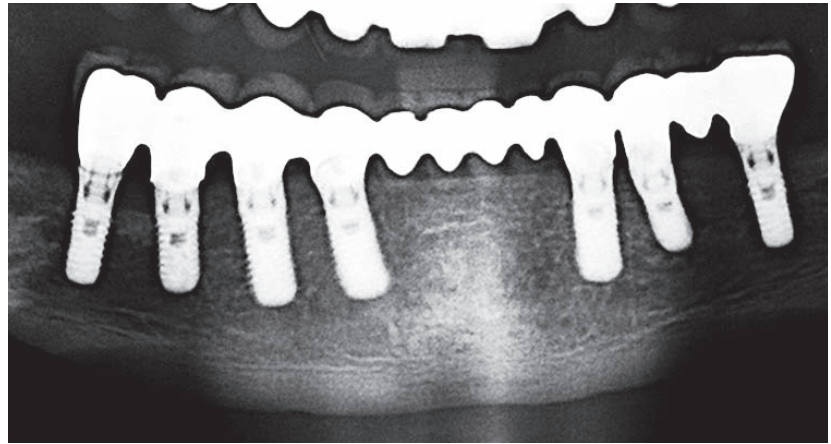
Aspect radiographique du nerf latéralisé.
